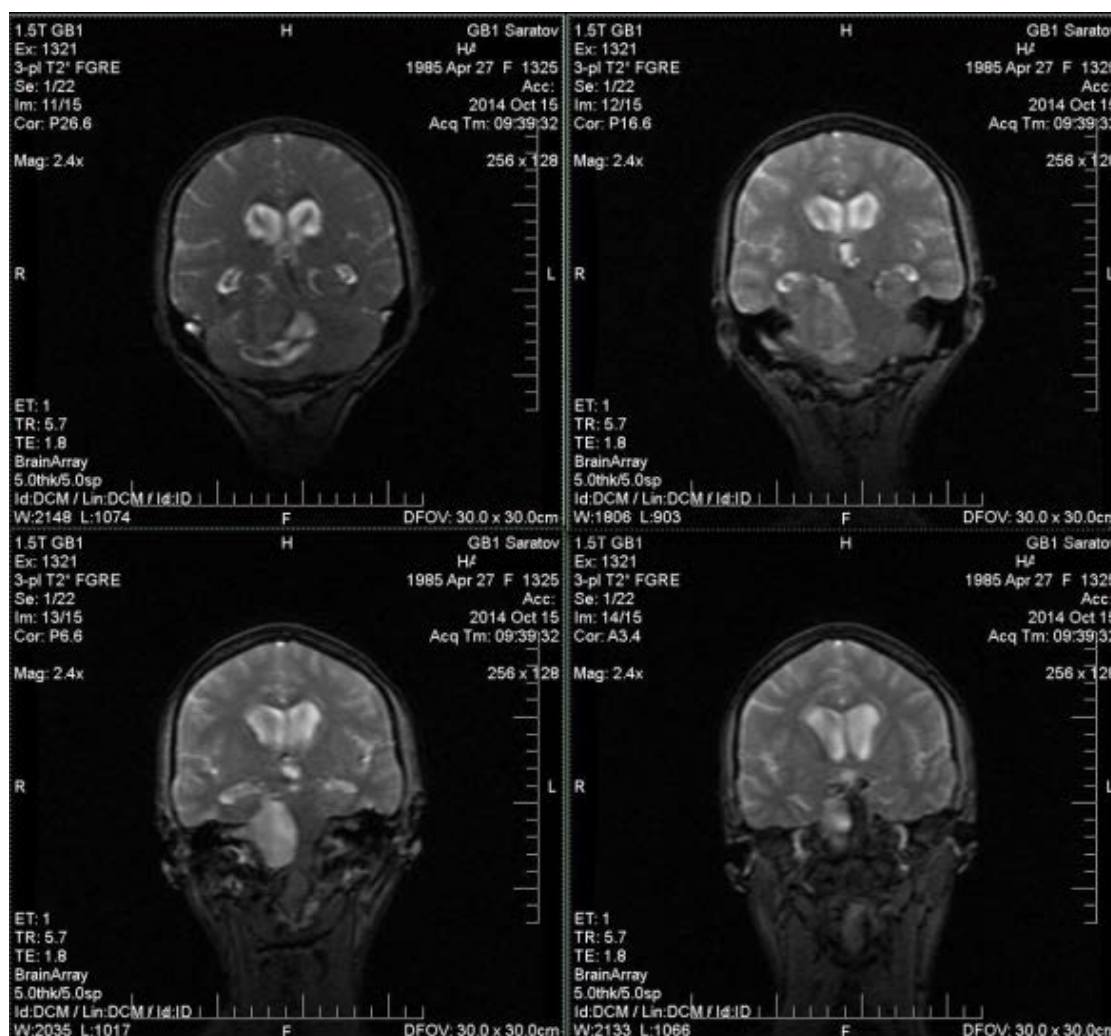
Серия МР-томограмм с МР-картиной невриномы правого преддверно-улиткового нерва на фоне сопутствующей арахноидальной кисты
